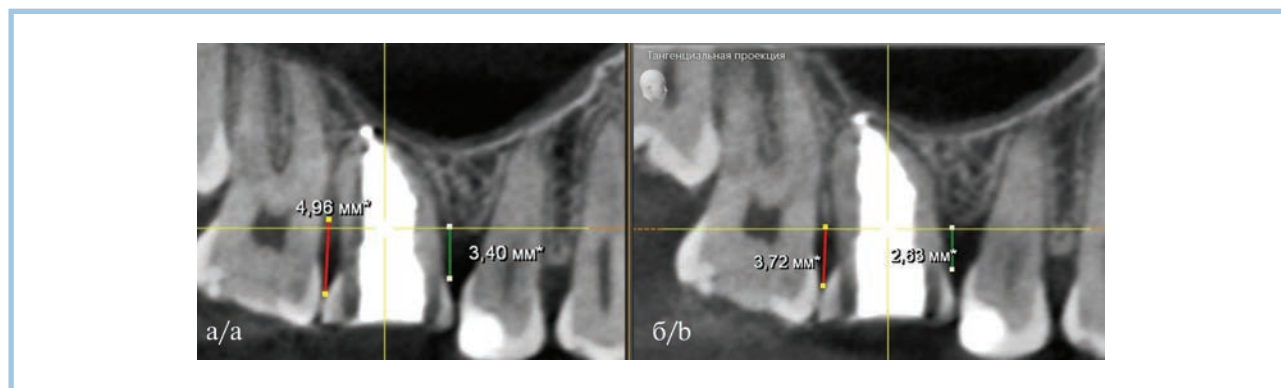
Фрагмент конусно-лучевой компьютерной томограммы: сагиттальный срез.
